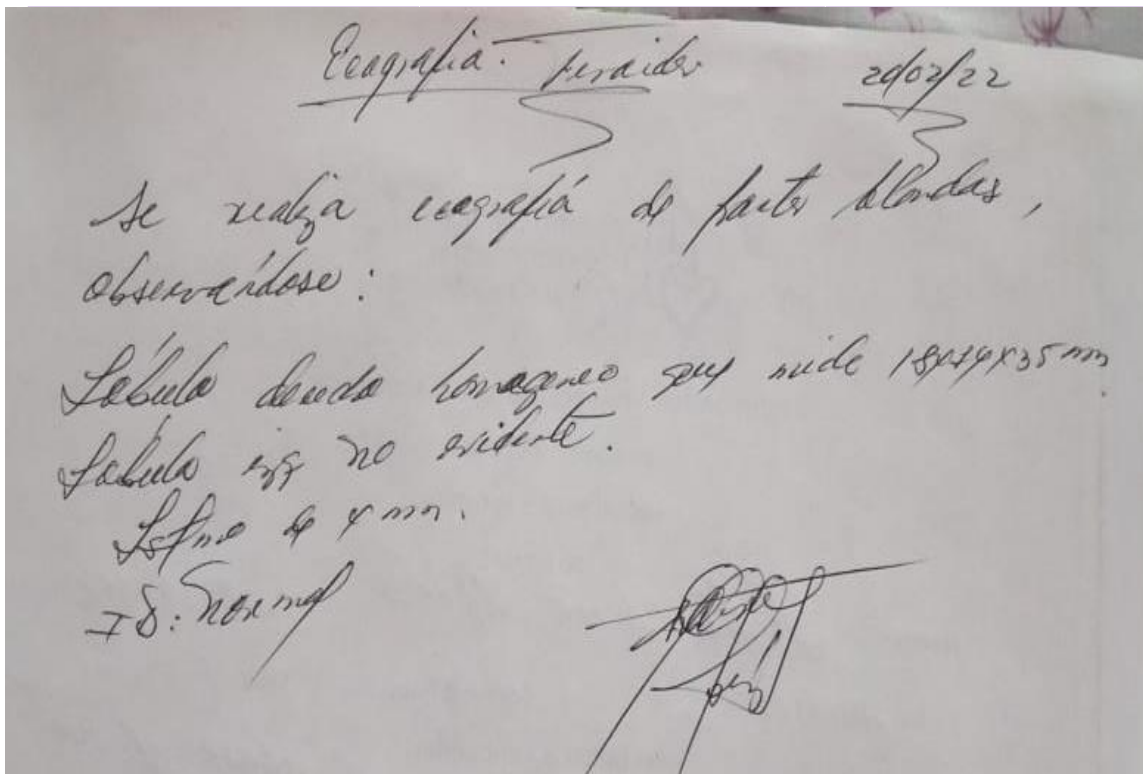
Resultados de la ecografía de tiroides
